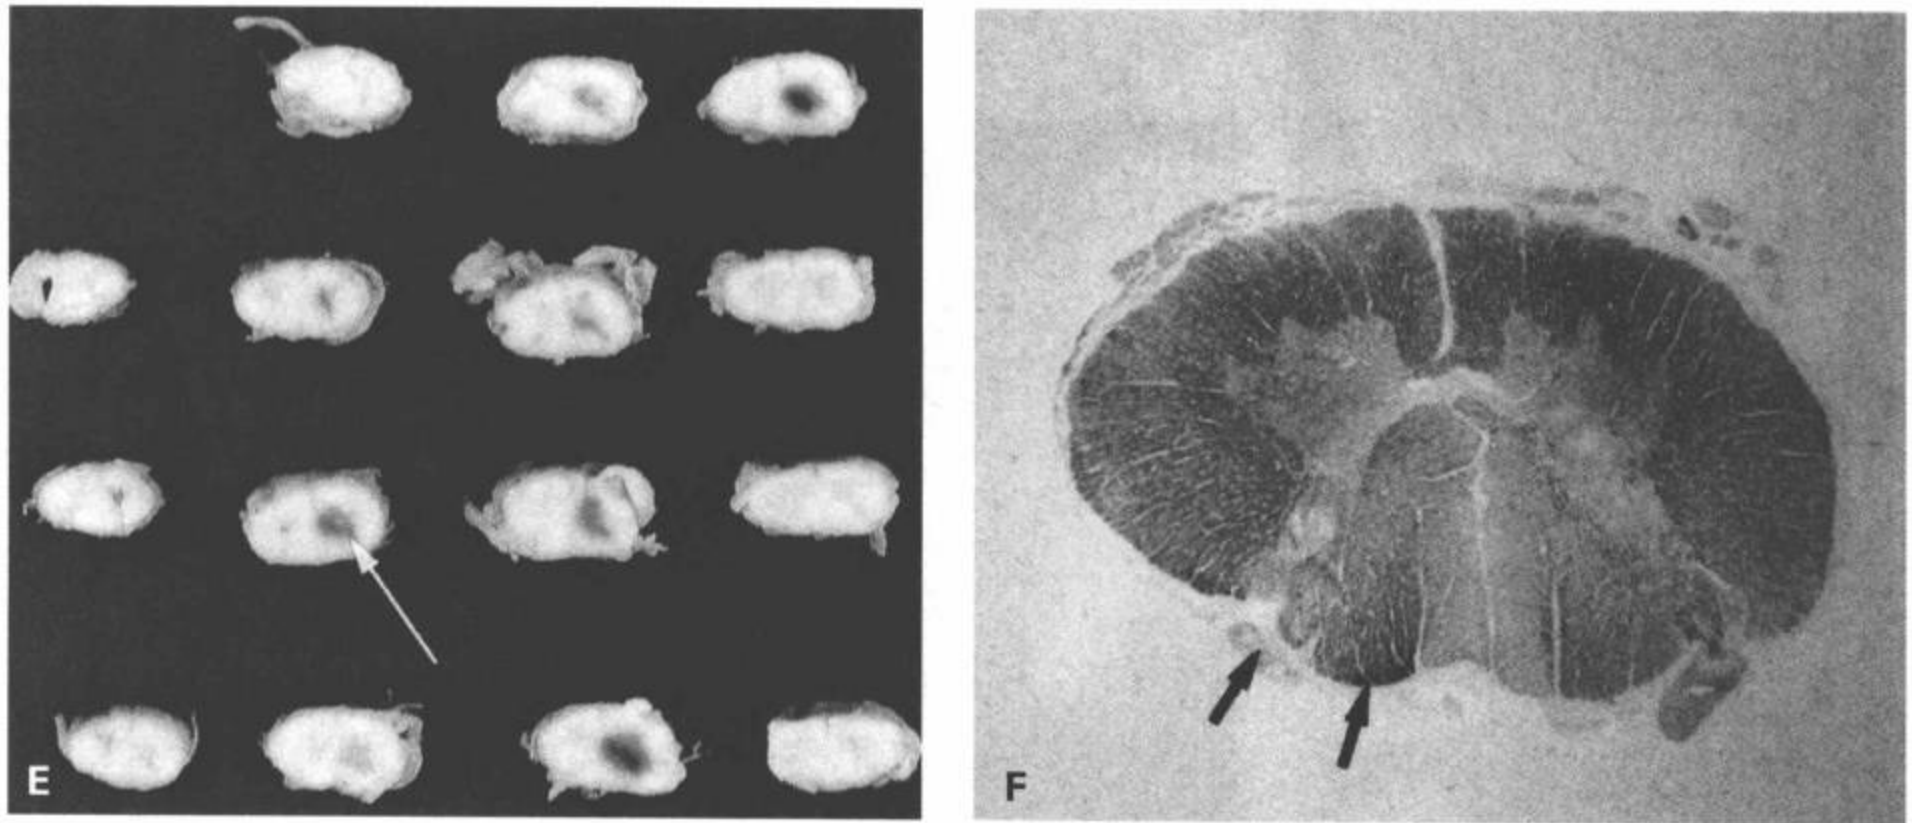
(续) E: 大体标本 (C) 和 (D)。显示累及灰质的不对称出血病变 (箭)。F: 取自病例 (E) 的染色切片显微照片。显示左侧背角和背柱的组织破坏区 (箭)。[见彩图 8-59 (E,F)]。尽管是出血性病灶, 但用这种方法未显示血液色素。(From: Flanders AE, Croul SE. Spinal trauma. In: Atlas SW. Magnetic Resonance Imaging of Brain and Spine. 3<sup>rd</sup> ed. Philadelphia: Lippincott Williams & Wilkins; 2002: 1804 - 1805, with permission.)
